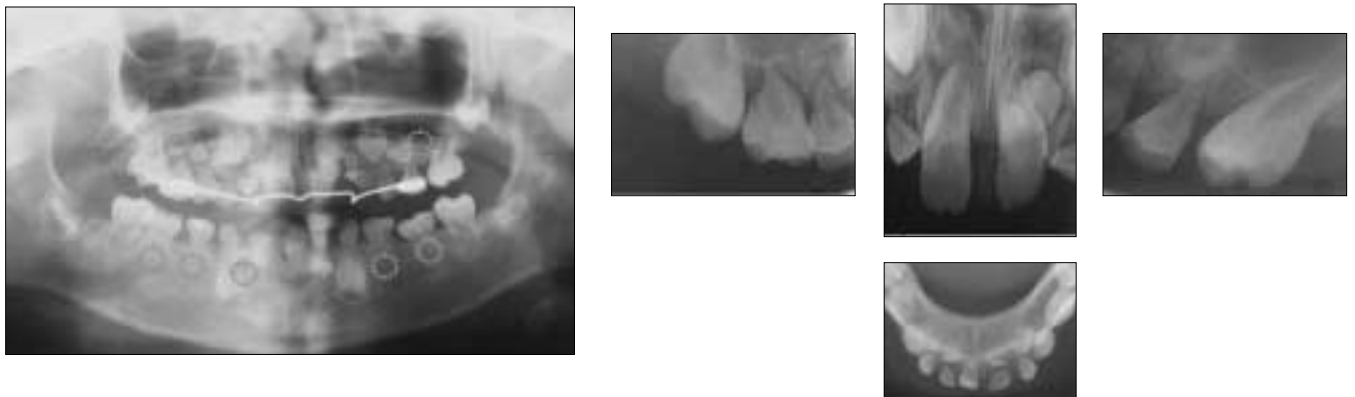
Clinical follow-up radiograph after 3 years.
